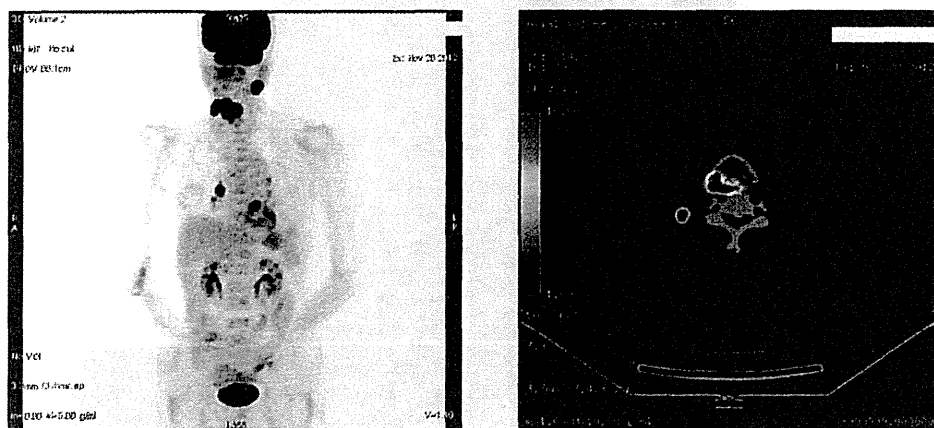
^{18}F -FDG PET/CT 画像 (下咽頭癌症例) (国立がん研究センター東病院頭頸科 林隆一先生のご厚意による)
